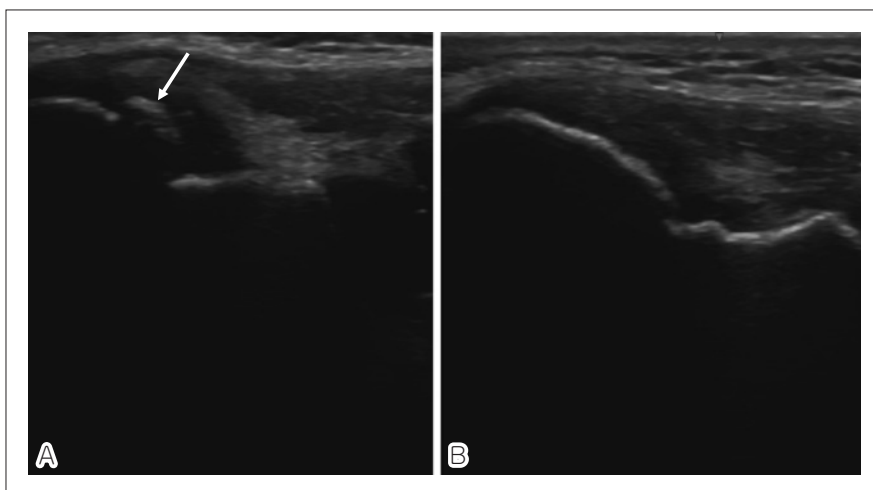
上腕骨内側上顆下端骨軟骨部におけるエコー評価
